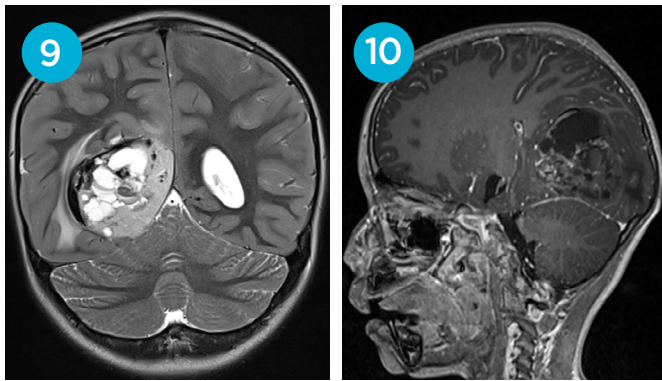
Resonancia magnética de encéfalo en secuencia ponderada en T2 en plano coronal, se observó componente quístico con niveles hidro-hídricos mostrando baja señal en zona declive, sugerente con diferentes estadios de sangrado.
